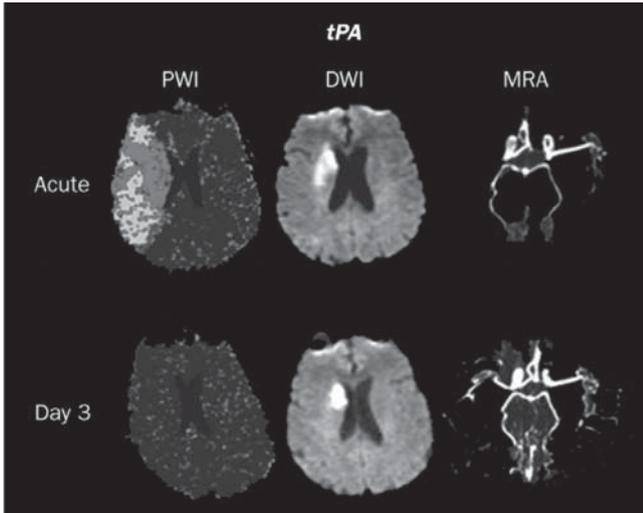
Serie in alto: Occlusione acuta dell'arteria cerebrale media (MRA) associata a "mismatch" tra area con deficit di perfusione (PWI) ed area di alterato segnale in diffusione (DWI). Serie in basso: controllo dopo trombolisi, con risoluzione dell'occlusione vascolare e del deficit in PWI, con piccola alterazione di segnale residua in DWI, corrispondente alla lesione ischemica definitiva
